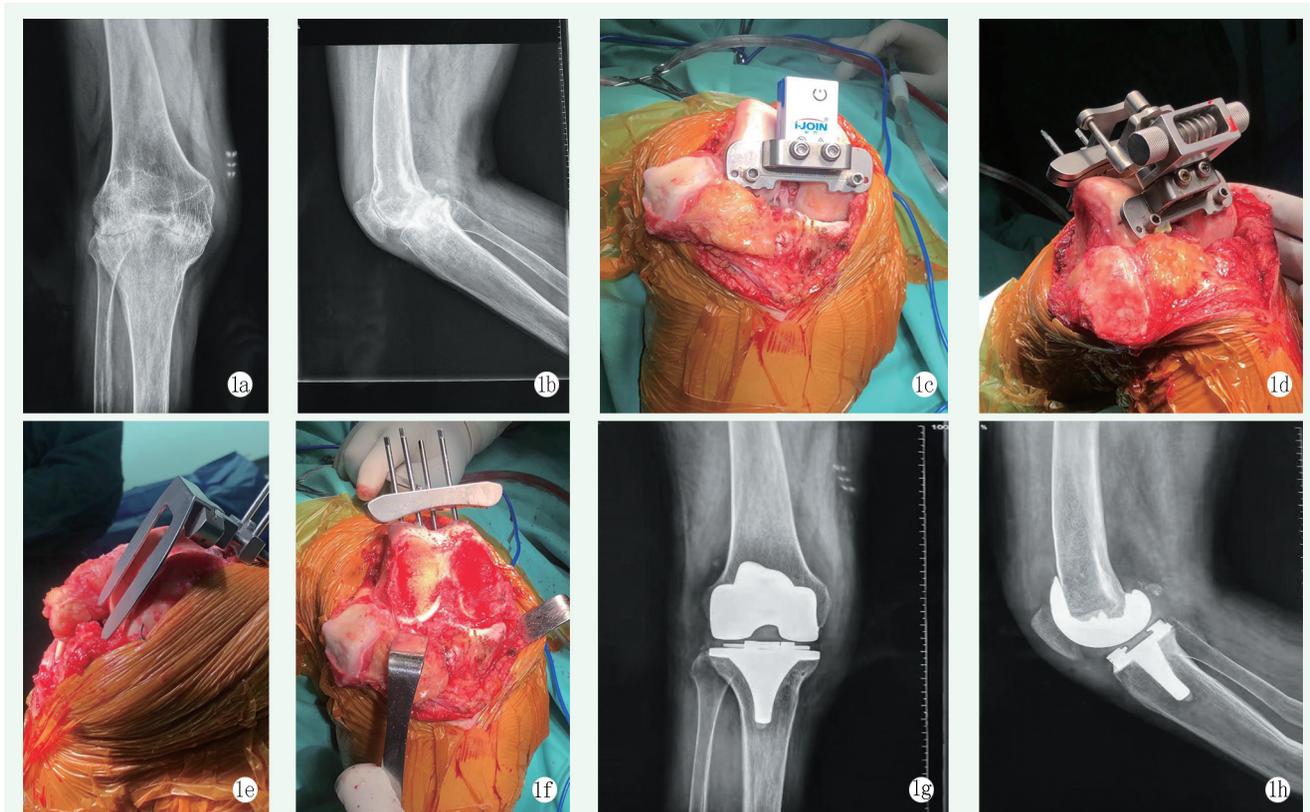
患者，女，60岁，右膝关节类风湿性关节炎，右膝关节置换术后，使用陀螺仪髓外定位截骨行右侧人工膝关节置换术 1a, 1b: 术前右膝关节正侧位X线片 1c: 固定股骨定位器并安放陀螺仪测量器 1d: 陀螺仪测量计算出修正角度，按照得出的修正角度调节截骨导向器并固定于股骨定位器上 1e: 使用厚度测量器再次调节截骨导向器 1f: 完成股骨侧髓外定位截骨 1g, 1h: 术后右膝关节正侧位X线片示假体位置良好
